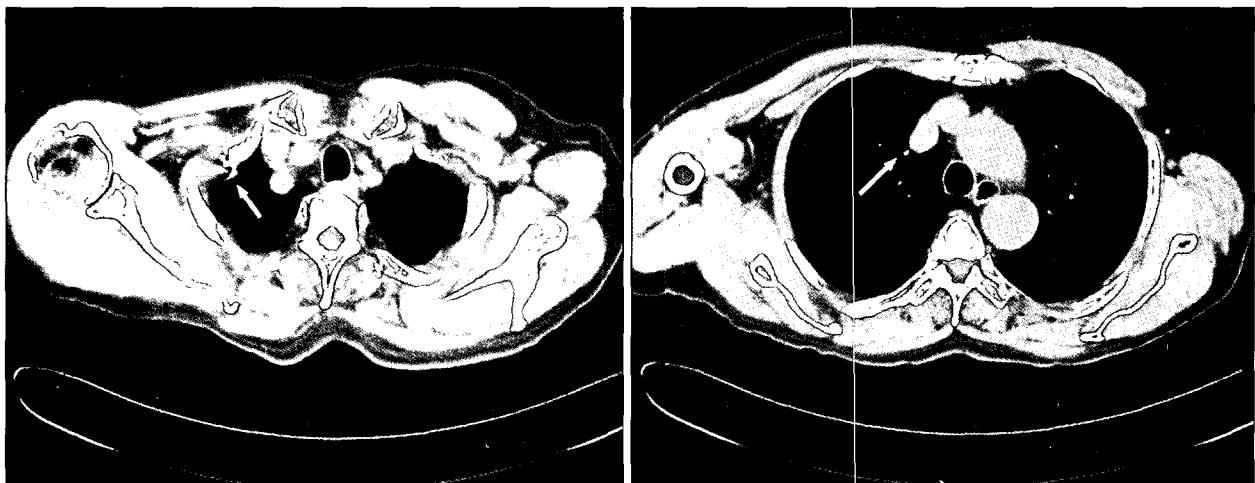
Chest CT showing intrathoracic location of migrated Kirschner wire (white arrow).
